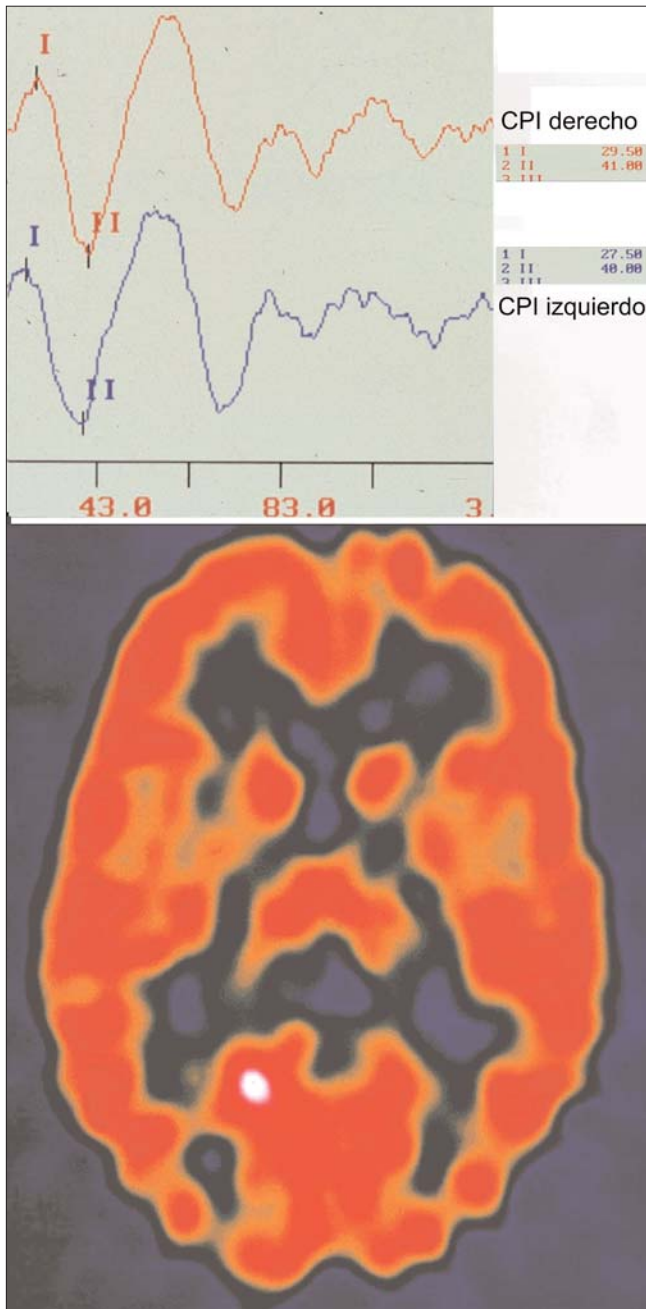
Respuestas normales de los potenciales evocados somestésicos y metabolismo talámico normal en la tomografía por emisión de positrones.
